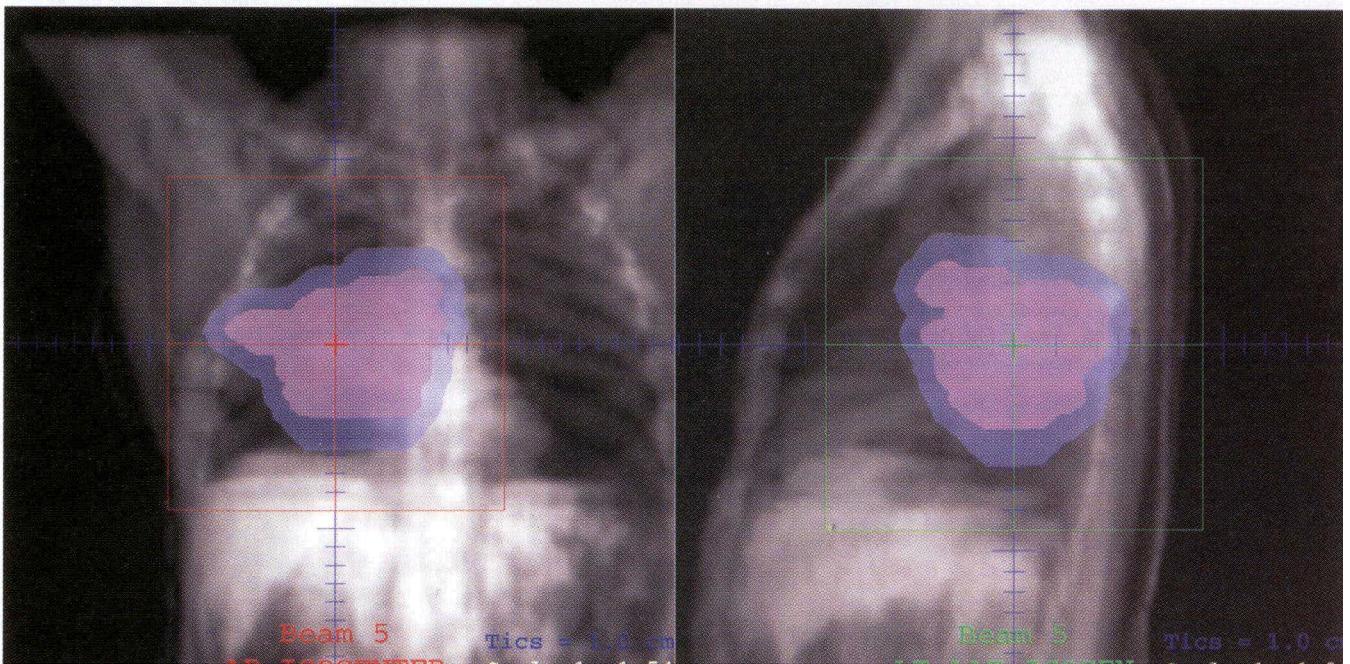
c. Presentación BEV (Punto de Vista del Haz) DRR (Radiografías Reconstruidas Digitalmente) que muestra el CTV, PTV y la rejilla transversal de guía.
